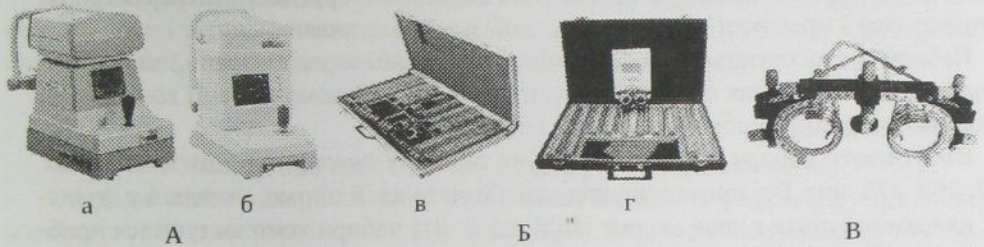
А – авторефрактометри (а – Торсон RM-8800; б – GR-3100K); Б – набори пробних окулярних лінз (в – НПОЛв – 254; г – НС-277-01); В – універсальна пробна оправа.
